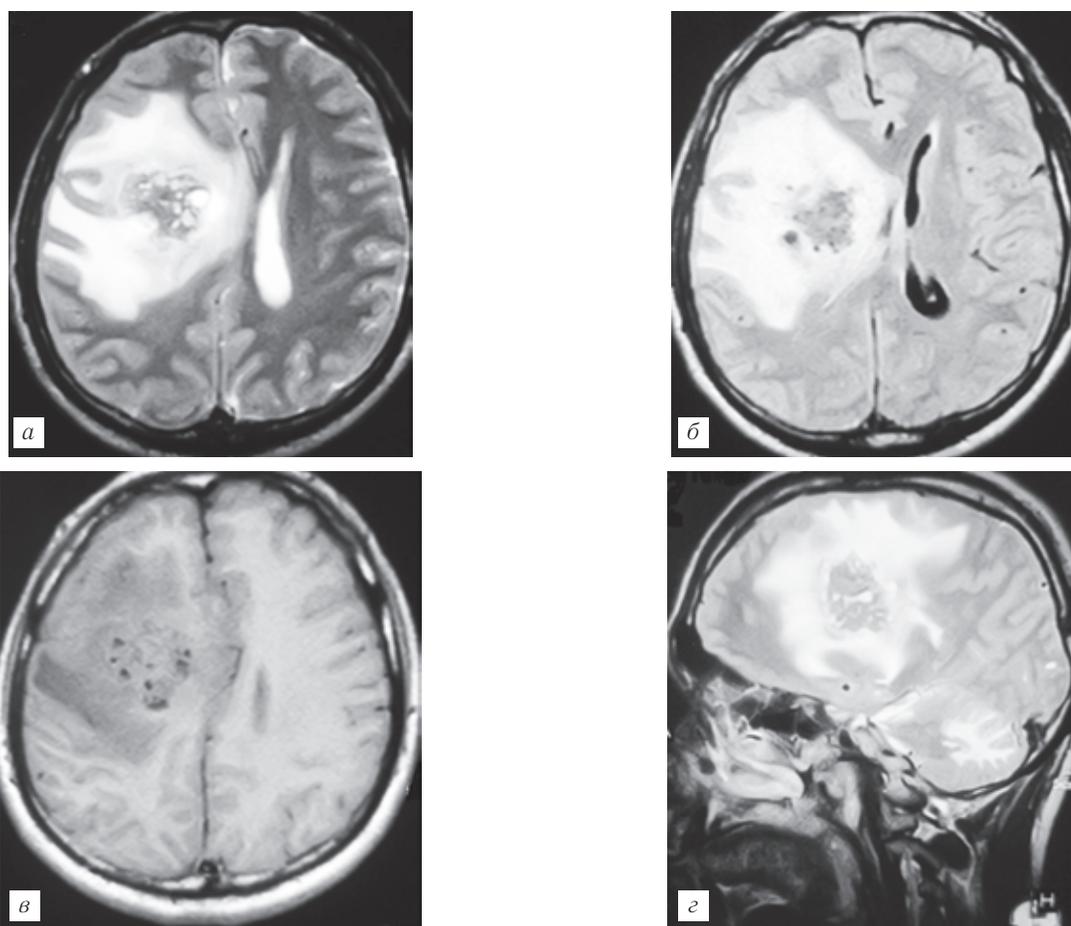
Магнитно-резонансная томография с напряженностью магнитного поля 0,4 Т. Альвеококковые узлы в лобной доле справа и правой гемисфере мозжечка, с выраженным перифокальным отеком и дислокацией срединных структур влево: Т2-ВИ (а), FLAIR (б), Т1-ВИ (в) в аксиальной плоскости, Т2-ВИ (г) в сагиттальной плоскости.
